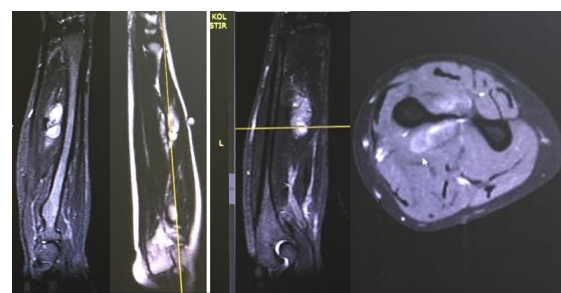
Case 3, right forearm Magnetic resonance imaging shows a lesion in the central section of the right forearm, arisen from the ulna, which which was isointense in T1A sequences, and hyperintense in T2A sequences, showing exophytic growth to the soft tissue.
